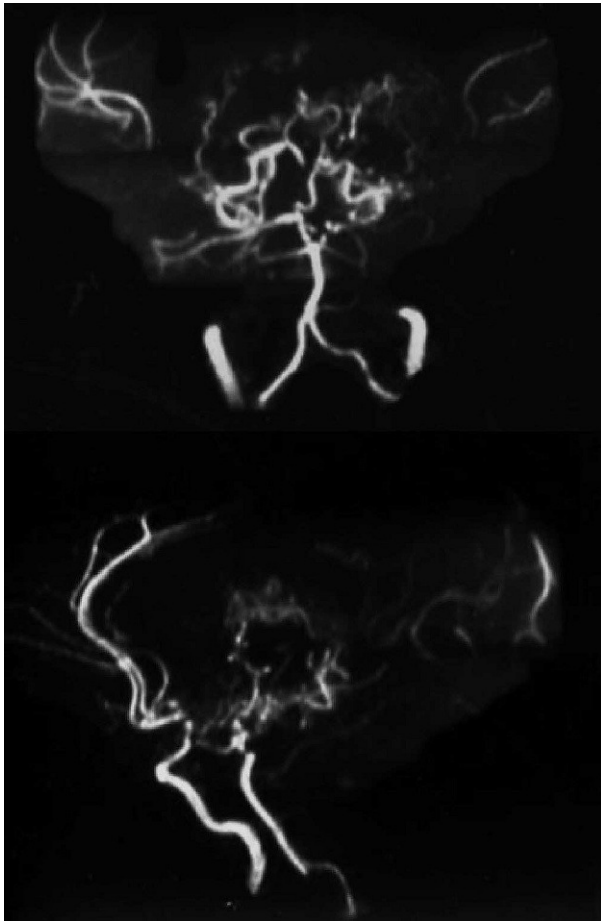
Angio RM: se observa estenosis de carótidas internas, especialmente a nivel supraclinoideo con importante circulación colateral a través de vasos lentículoestriados, talámicos y de la circulación posterior.
